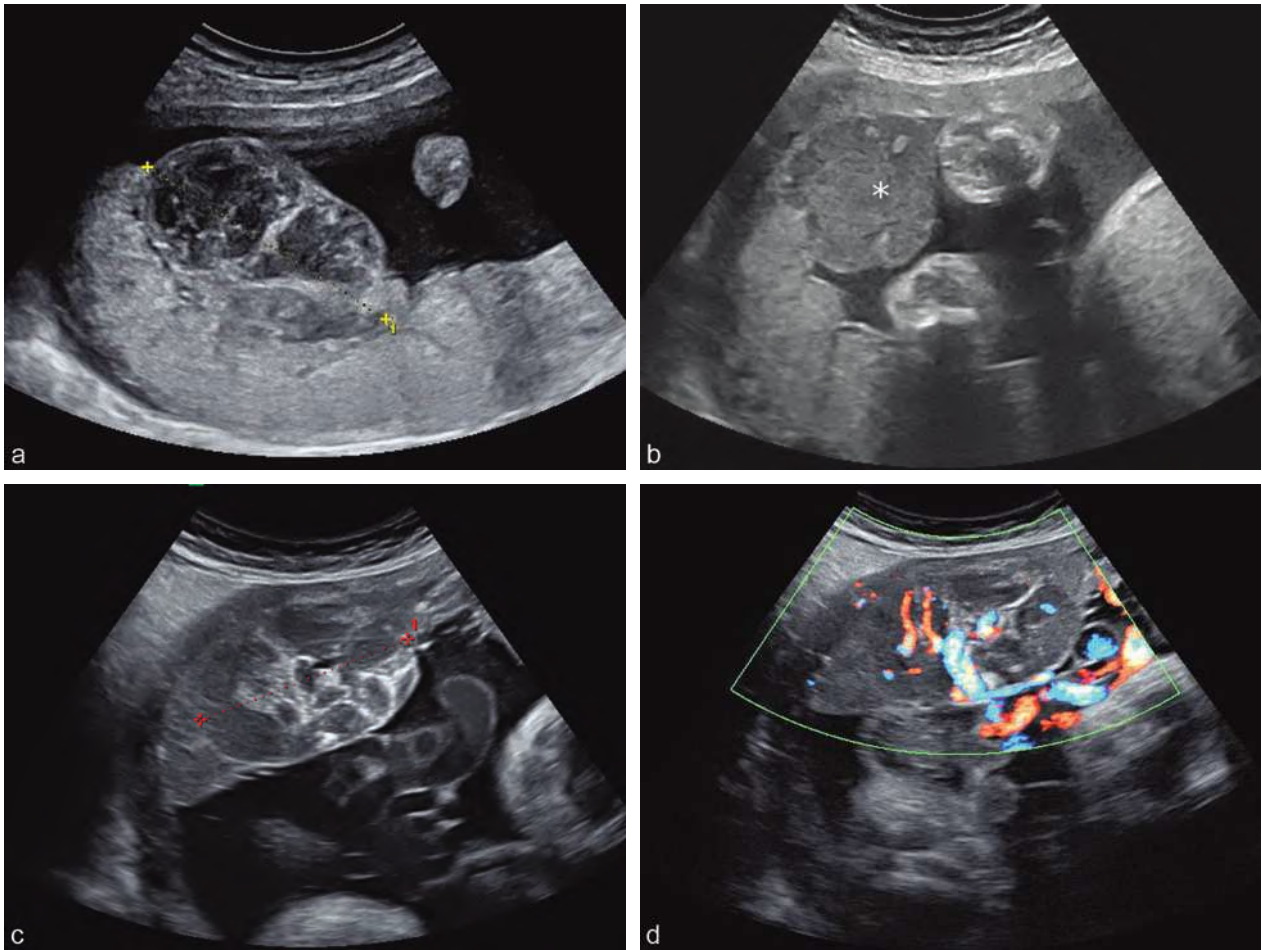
Chorio-angiome placentaire. a. 32 SA : image arrondie de 68 mm, sous la plaque choriale, hétérogène. b. 29 SA : image plus périphérique (*), hypo-échogène par rapport au reste du placenta, avec quelques zones denses limitées. c. 34 SA : chorio-angiome typique de 55 mm, soulevant légèrement la plaque choriale à proximité de l'implantation du cordon, contenant des pseudo-cloisons épaisses et denses. d. En Doppler couleur : flux artériel de type fœtal à basse résistance.
